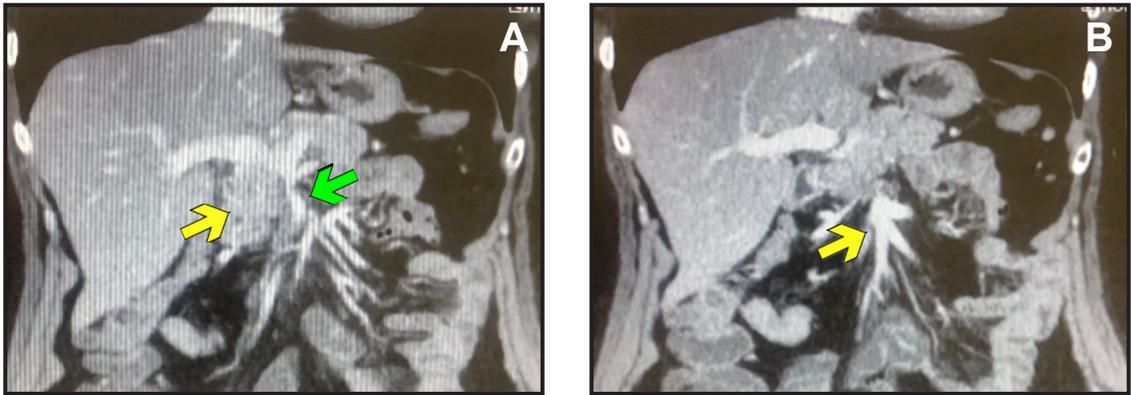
TAC abdominal con contraste endovenoso en fase portal A: masa pancreática sugestiva de neoplasia (flecha amarilla) asociada a deformación con afinamiento de la VMS (flecha verde), B: Dilatación proximal de afluentes de la VMS (flecha amarilla).
